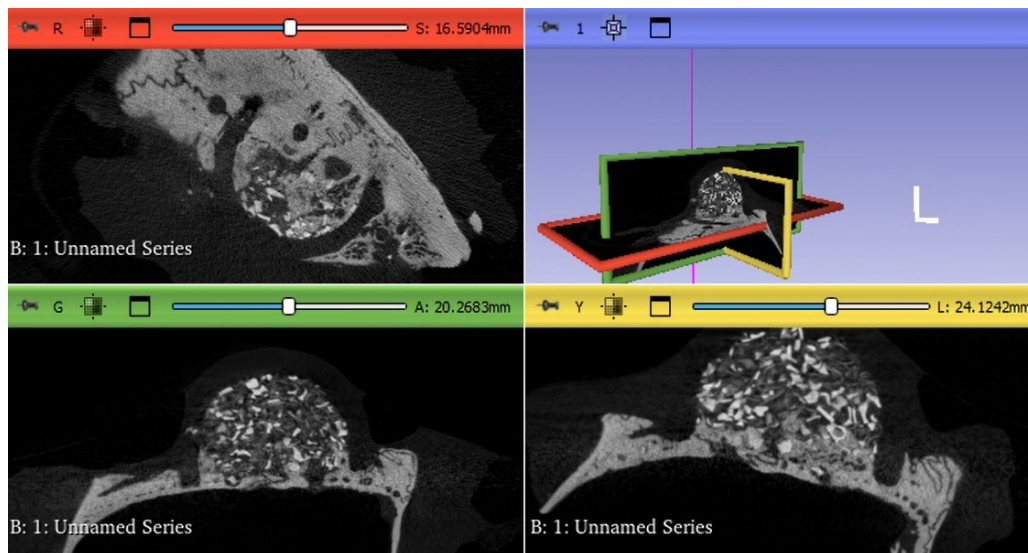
Rappresentazione di una CT murina con scaffold impiantato
